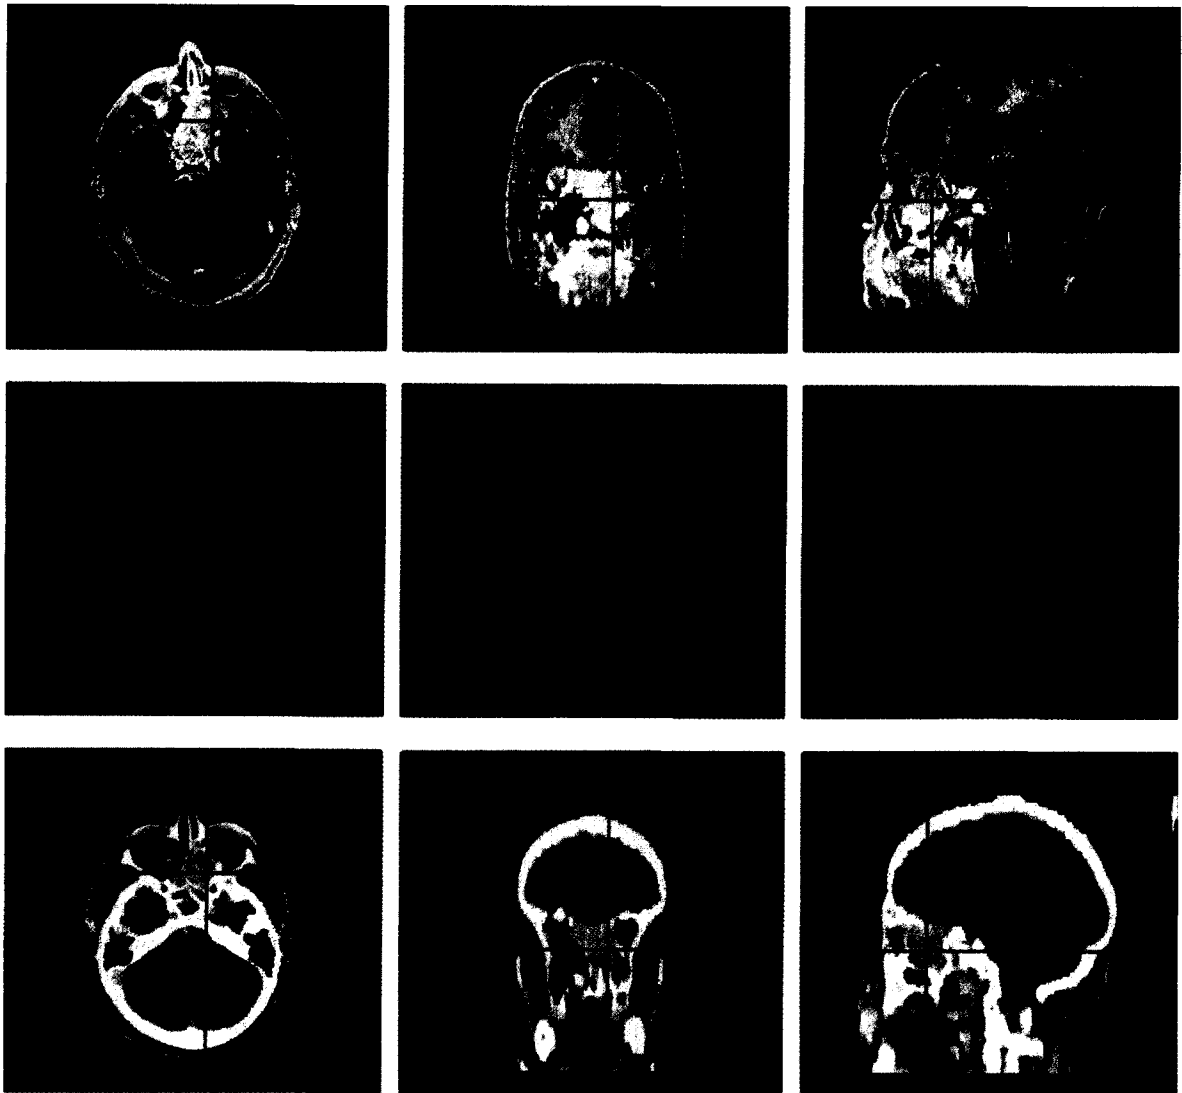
Exemple de triple enregistrement de l'IRM (haut), la TEP-FDG (centre) et la scanographie (bas) pour une tumeur du sinus ethmoïde avec infiltration des fosses nasales et du sinus sphénoïde. Un positionnement identique a été assuré par un masque de contention adapté aux trois machines.
